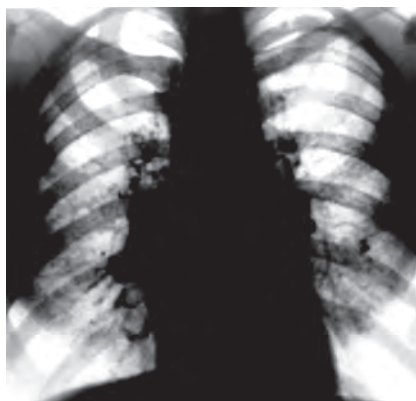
Рентгенограмма грудной клетки при саркоидозе Бека. Тени лёгочных корней симметрично расширены, структура их резко изменена за счёт сливающихся плотных крупных теней увеличенных лимфатических узлов
